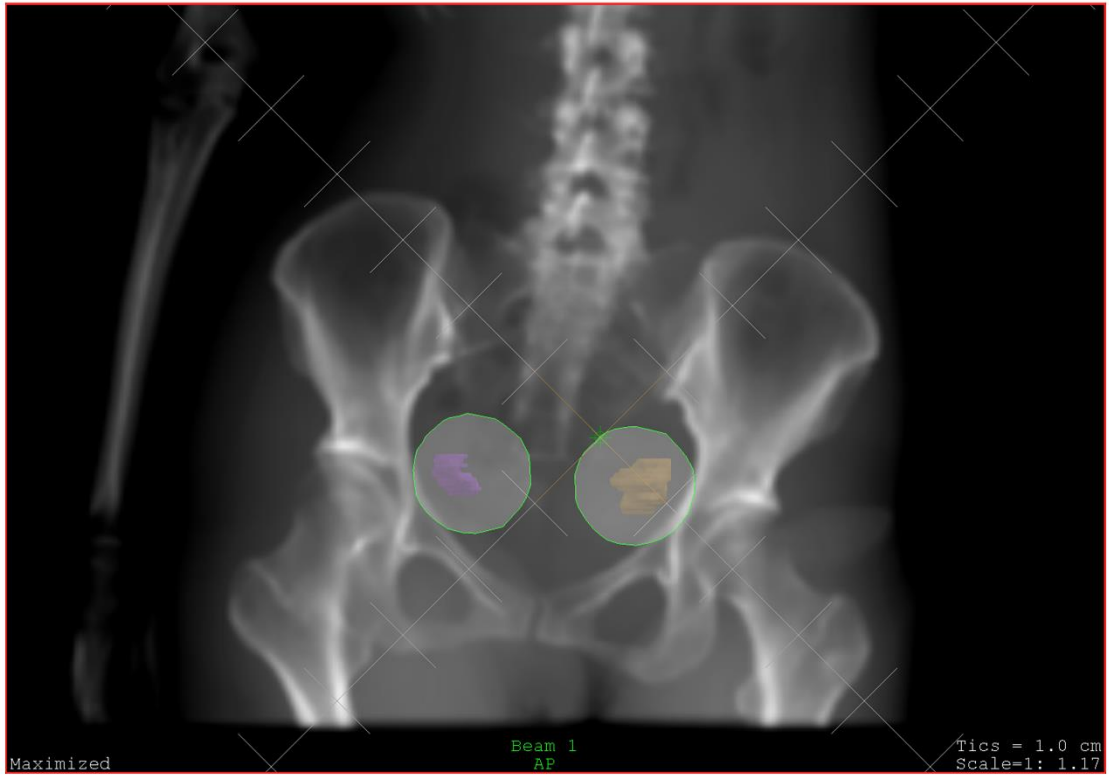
A digitally reconstructed radiography: the yellow and pink masses in this digital reconstruction represent the ovaries.
